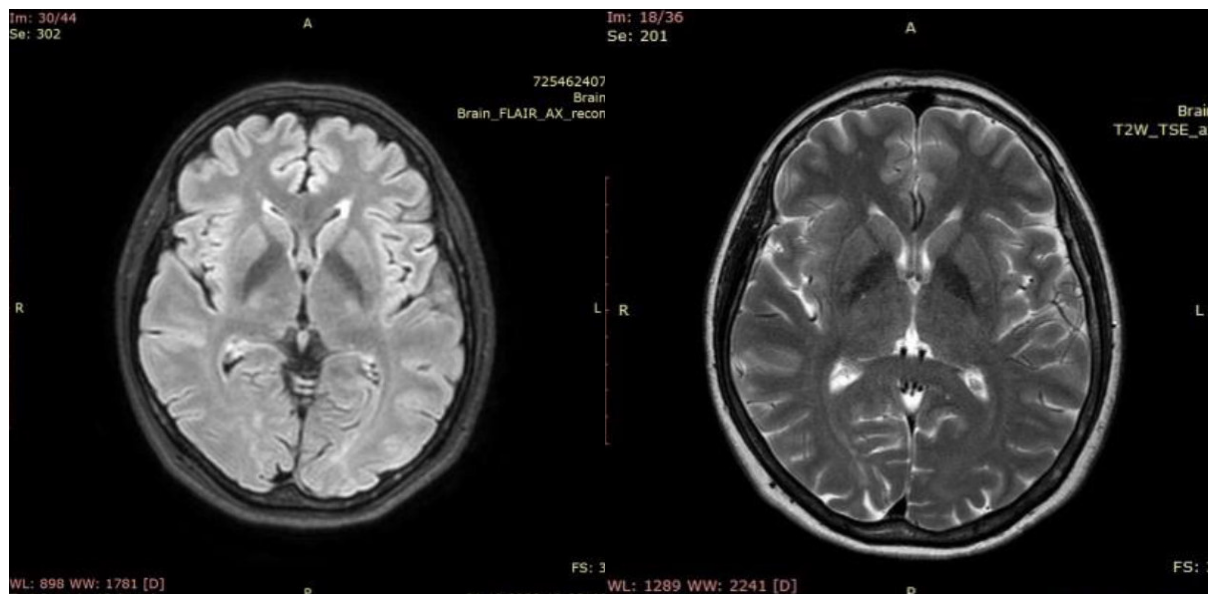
МРТ головного мозга 3 Тесла 06.12.2023г. МР признаки единичных очагов глиоза лобных долей полушарий мозга сосудистого генеза.
